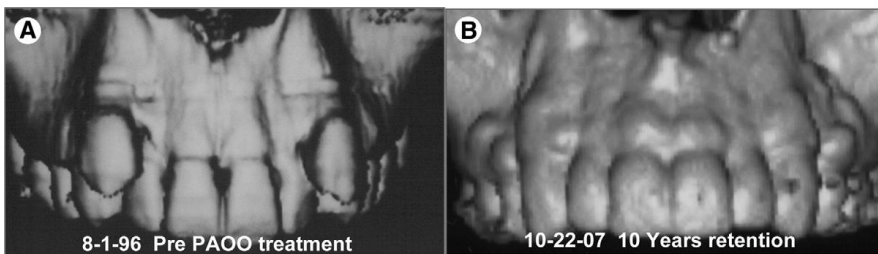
Seguimiento con TC a diez años posterior a la cirugía. ¹⁴
